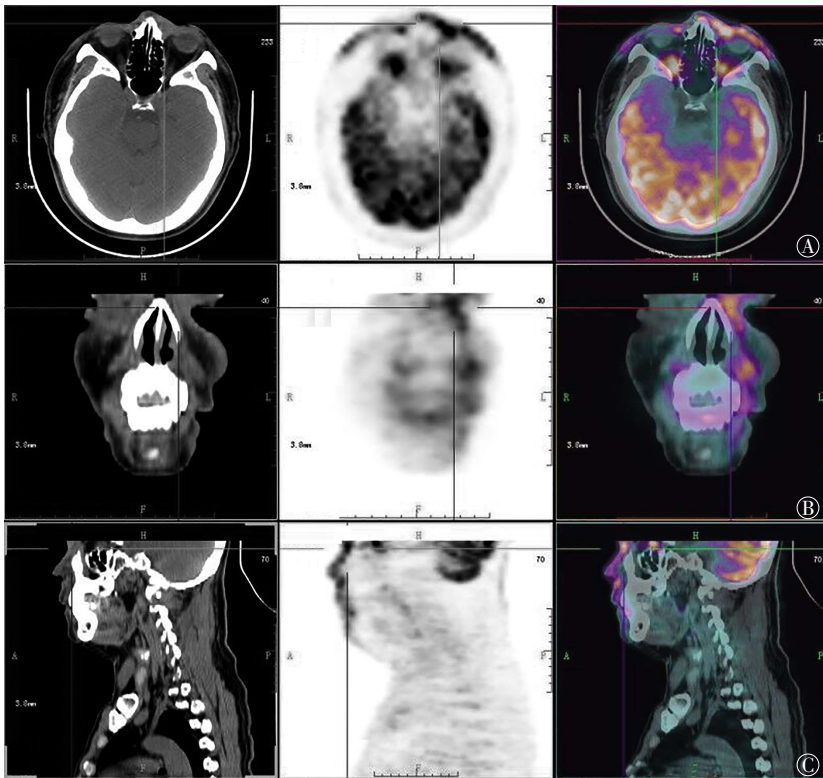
患者男性, 48岁, 面部外周T细胞淋巴瘤<sup>18</sup>F-FDG PET/CT显像图。图中, A~C: CT、PET、PET/CT融合显像的横断位、冠状位、矢状位显像图; 十字交叉示病灶。<sup>18</sup>F-FDG PET/CT显像示面部、颈部皮下软组织不均匀增厚伴放射性摄取异常增高, 尤以面中央部及左眼部较为显著, 病灶较厚部达1.66 cm, SUV<sub>max</sub>为5.24。
